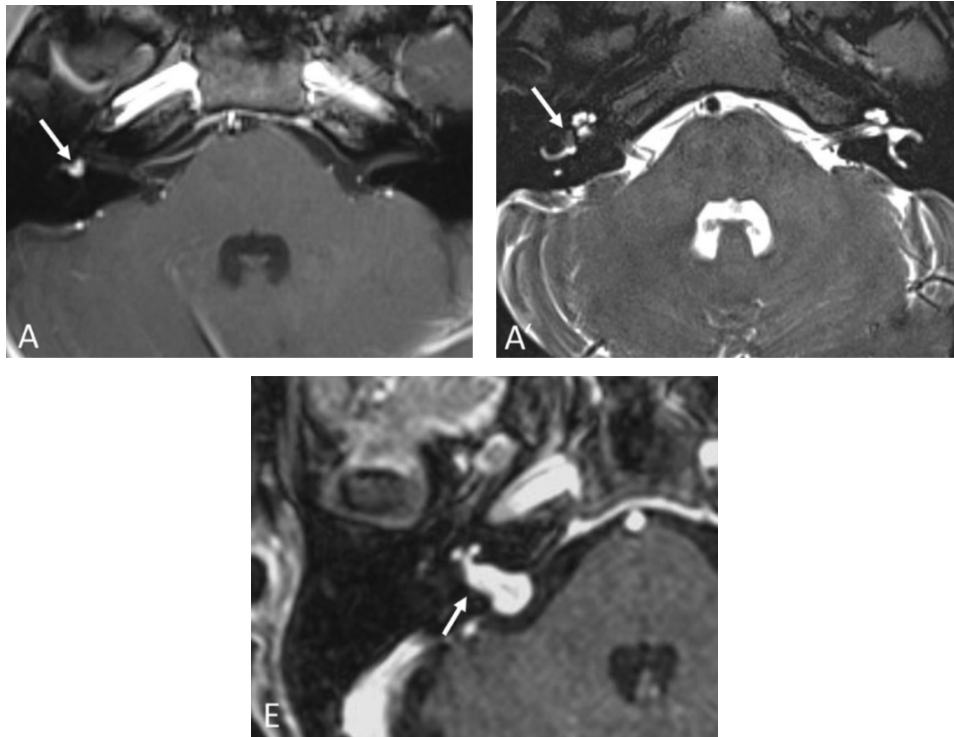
Imagens de RM de SI. SI intravestibular (A, A') com hiperintensidade pós-contraste em ponderação T1 (A, seta) e o "defeito de preenchimento" em ponderação T2 (A', seta). SI com provável origem coclear (E, seta) que se estende até ao ângulo cerebelopontino. [4]
